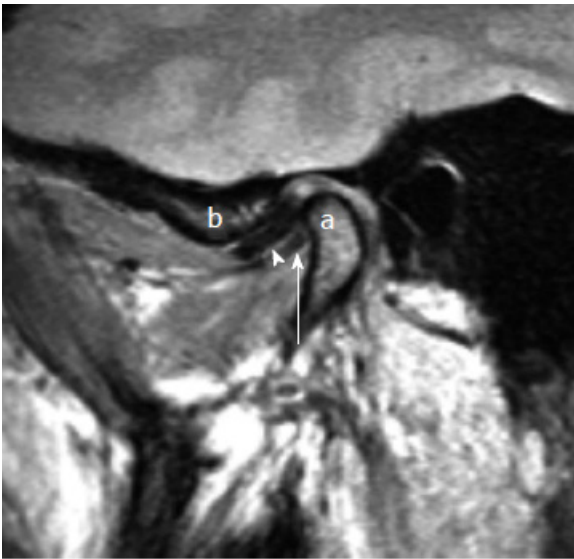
Ознака подвійного диска (потовщення латерального крилоподібного м'яза). Сагітальне МРТ у режимі протонної щільності в положенні із закритим ротом демонструє переднє зміщення диска (стрілка з голівкою). Потовщений латеральний крилоподібний м'яз поблизу прикріплення до виросткового відростка нижньої щелепи (позначено літерою а) виглядає як лінійна гіпоінтенсивна структура (біла стрілка), розташована нижче диска у тій самій орієнтації, створюючи візуальний ефект «подвійного диска». Суглобовий горбик позначено літерою б
